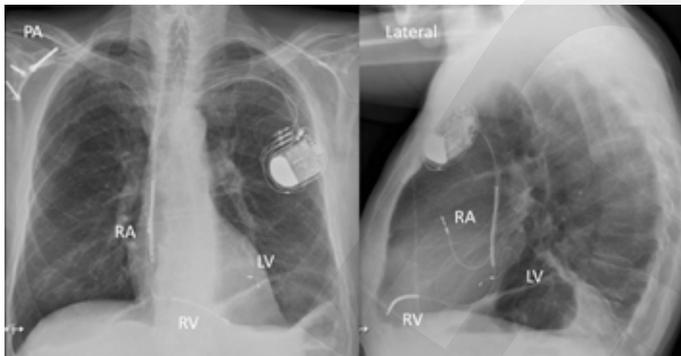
PA und seitliches Röntgenbild eines Patienten mit einem CRT-D. Man beachte die posteriore Lage der LV-Elektrode im Seitenbild
